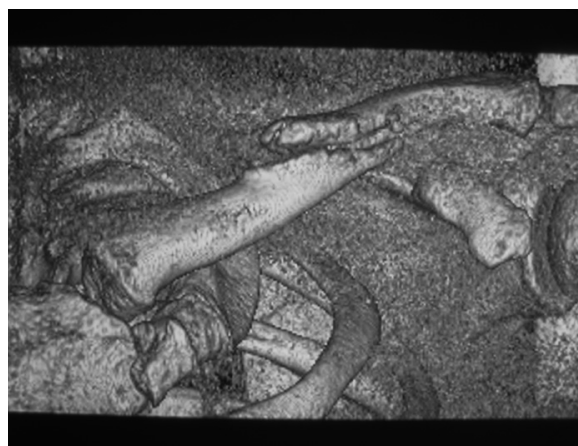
Imagen de TAC de la pseudoartrosis hipertrófica establecida.
